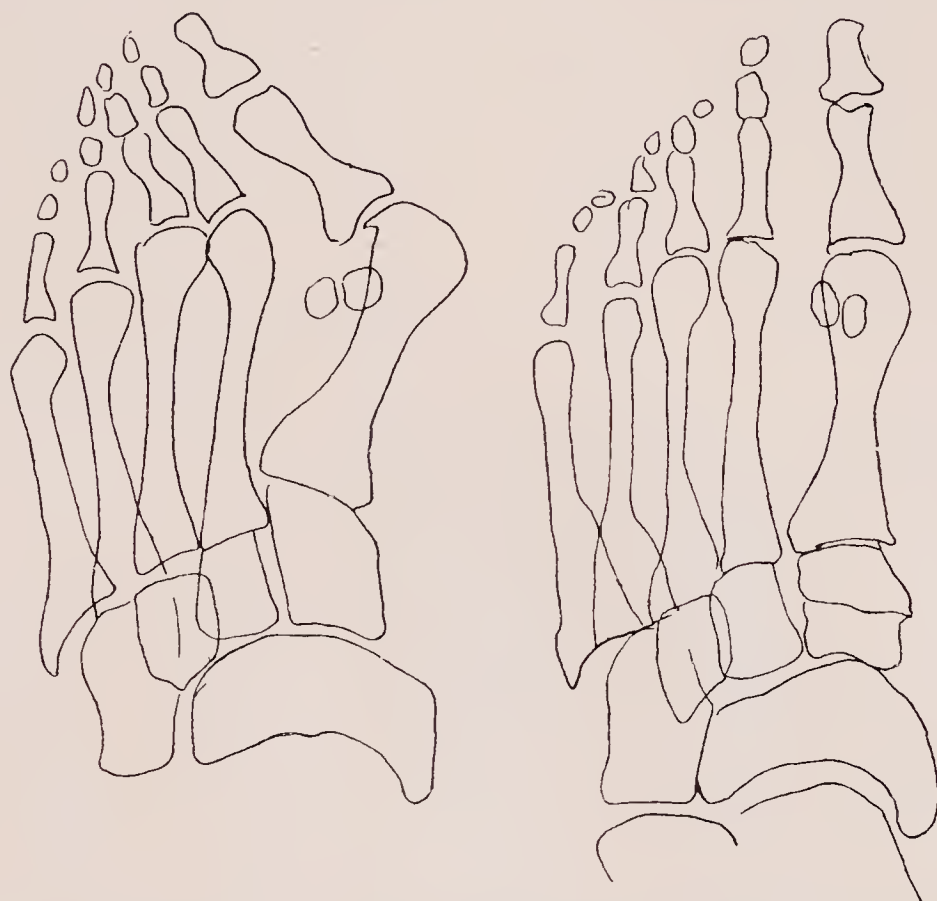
Hallux valgus* und normaler Fuß, skizziert nach dem Röntgenbild.
